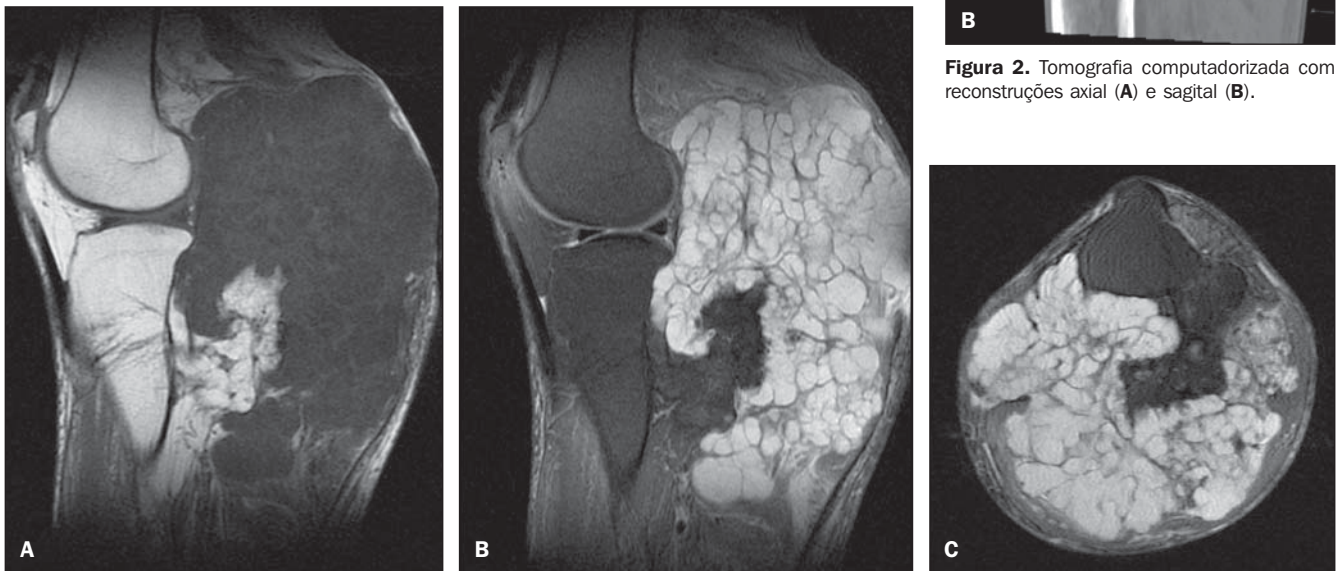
Ressonância magnética no plano sagital pesada em T1 (A) e T2 (B) e no plano axial pesada em T2 sem administração intravenosa de gadolínio (C).
